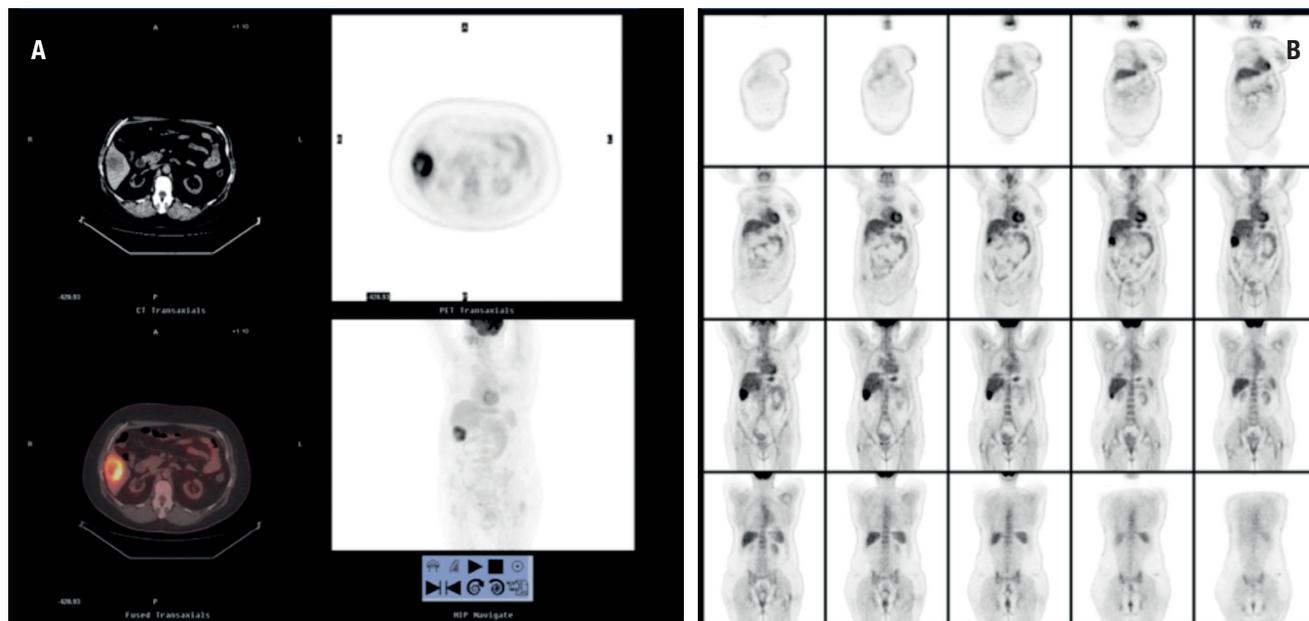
Tomografia globale corporea con FDG18 alla diagnosi di ricaduta, in cui viene evidenziata la presenza di malattia epatica.
